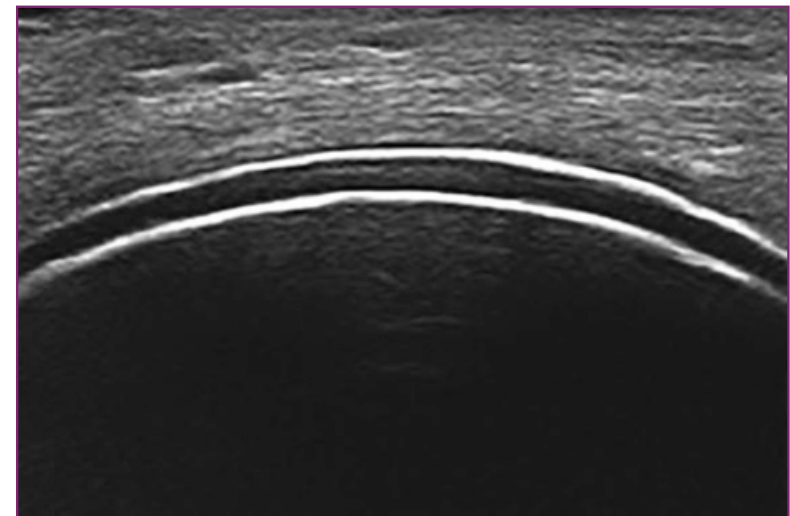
aspect de double contour pathognomonique de la goutte à l'échographie.
